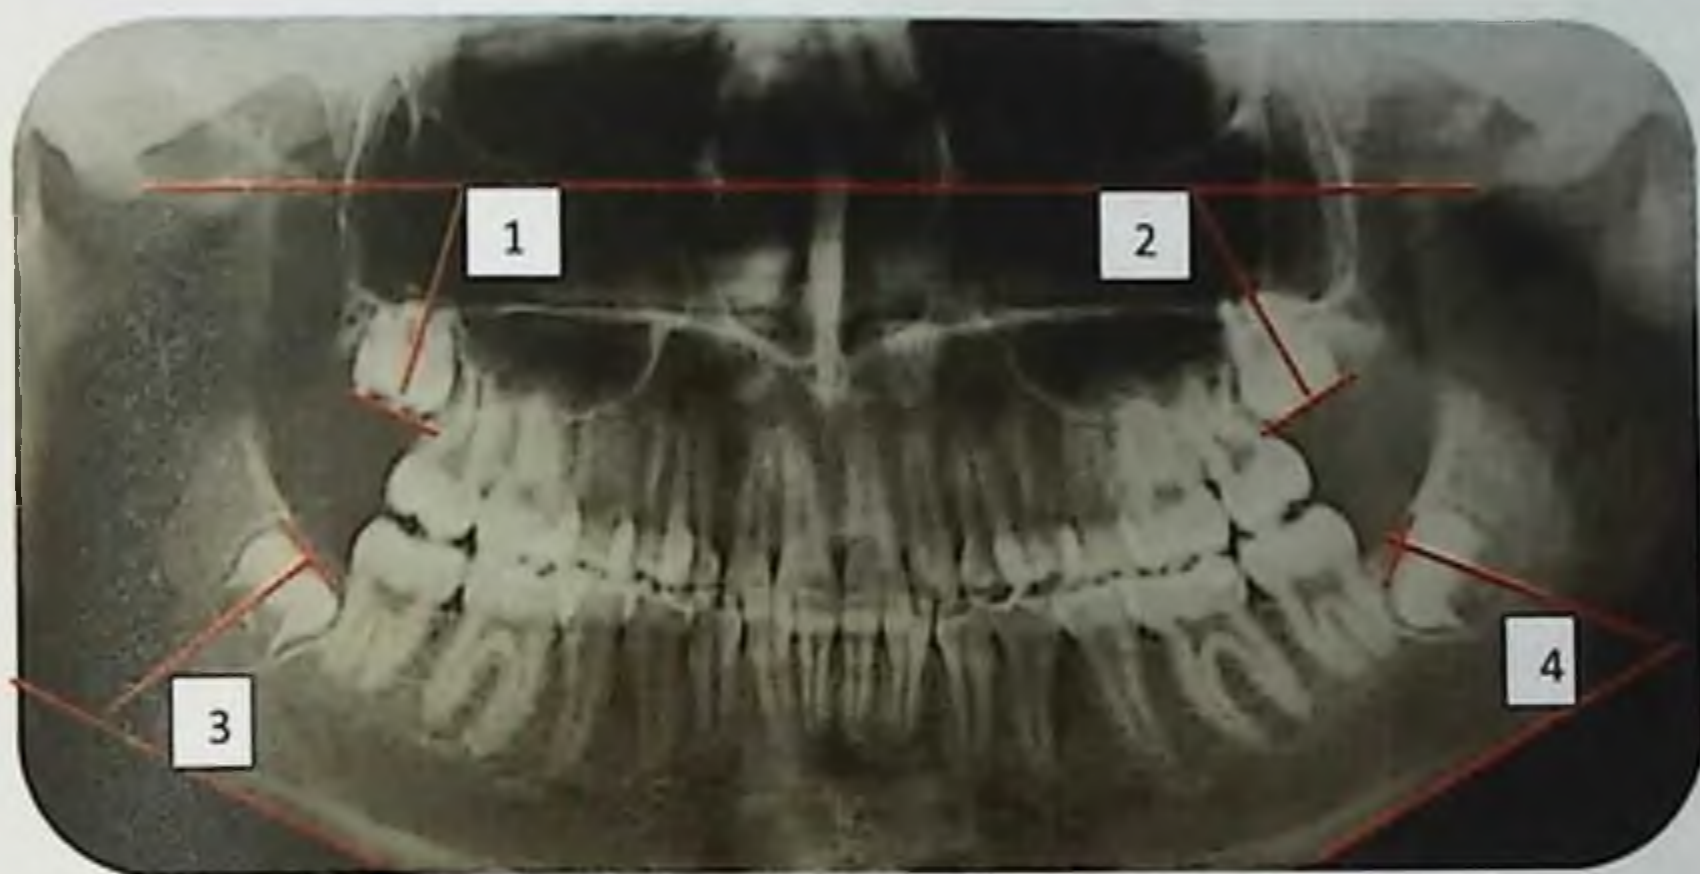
Определение (в град.) углов, характеризующих положение 3-их моляров верхней (углы 1 и 2) и нижней (углы 3 и 4) челюстей на ортопантомограмме челюстей
